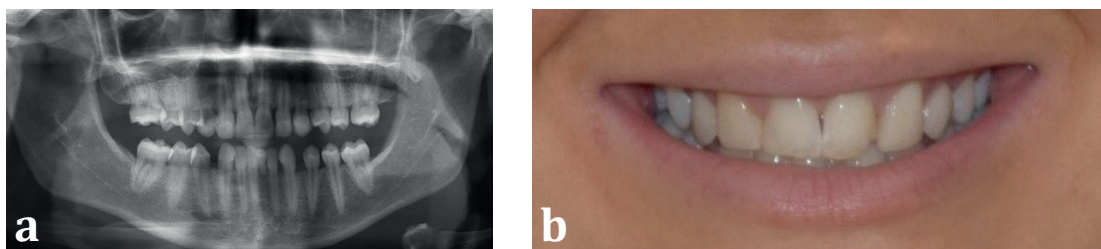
Pacjent nr 1 (15,6 lat) zdjęcie pantomograficzne z widoczną hipodoncją zębów 13 i 35. W łuku zębowym pozostaje przetrwały ząb 53, natomiast luka w miejscu brakującego zęba 35 zamknęła się spontanicznie.
